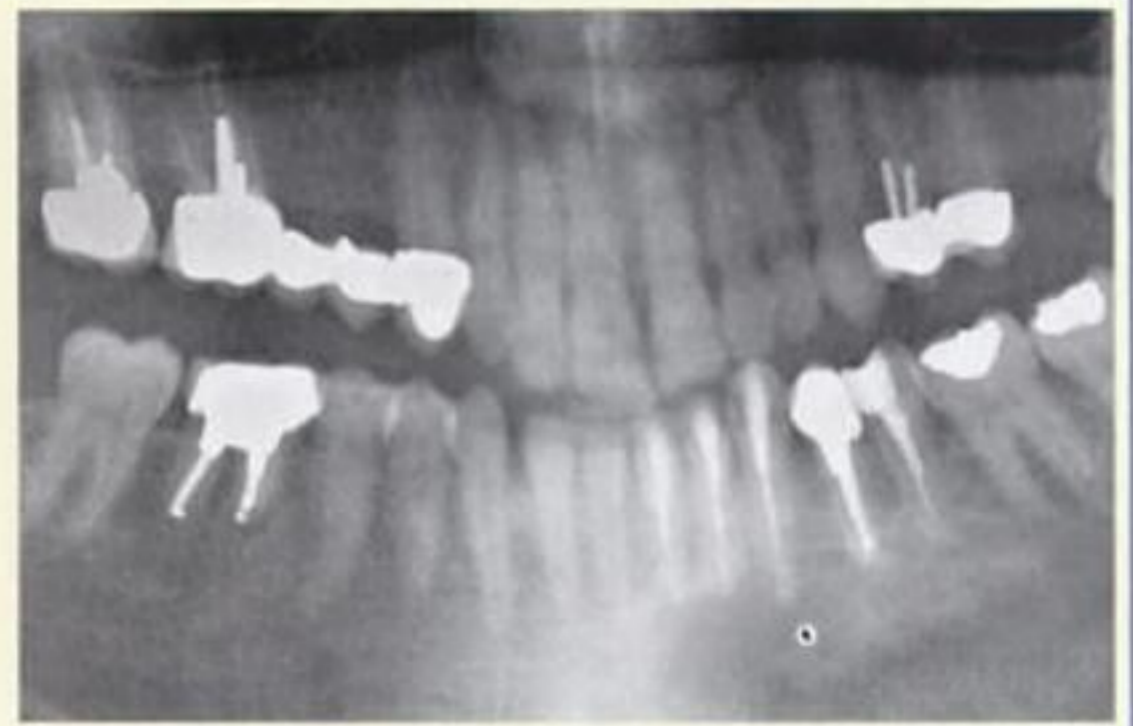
n. Radiografía de control a los 12 meses de la intervención, que evidencia la regeneración ósea en fase avanzada.
